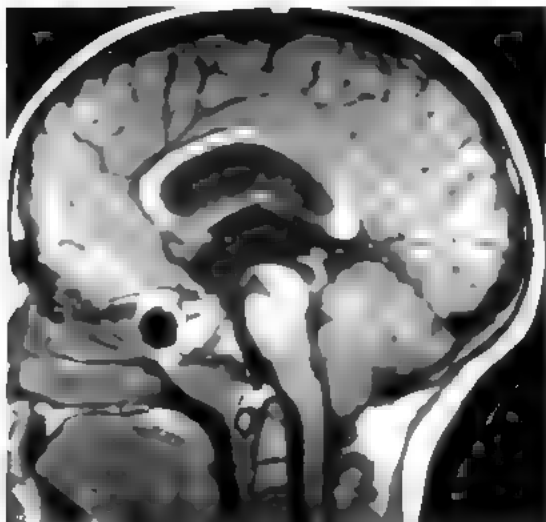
Стеноз сильвиева водопровода. МРТ, T1-взвешенное изображение. Боковые и III желудочки расширены, водопровод мозга сужен, IV желудочек не расширен
